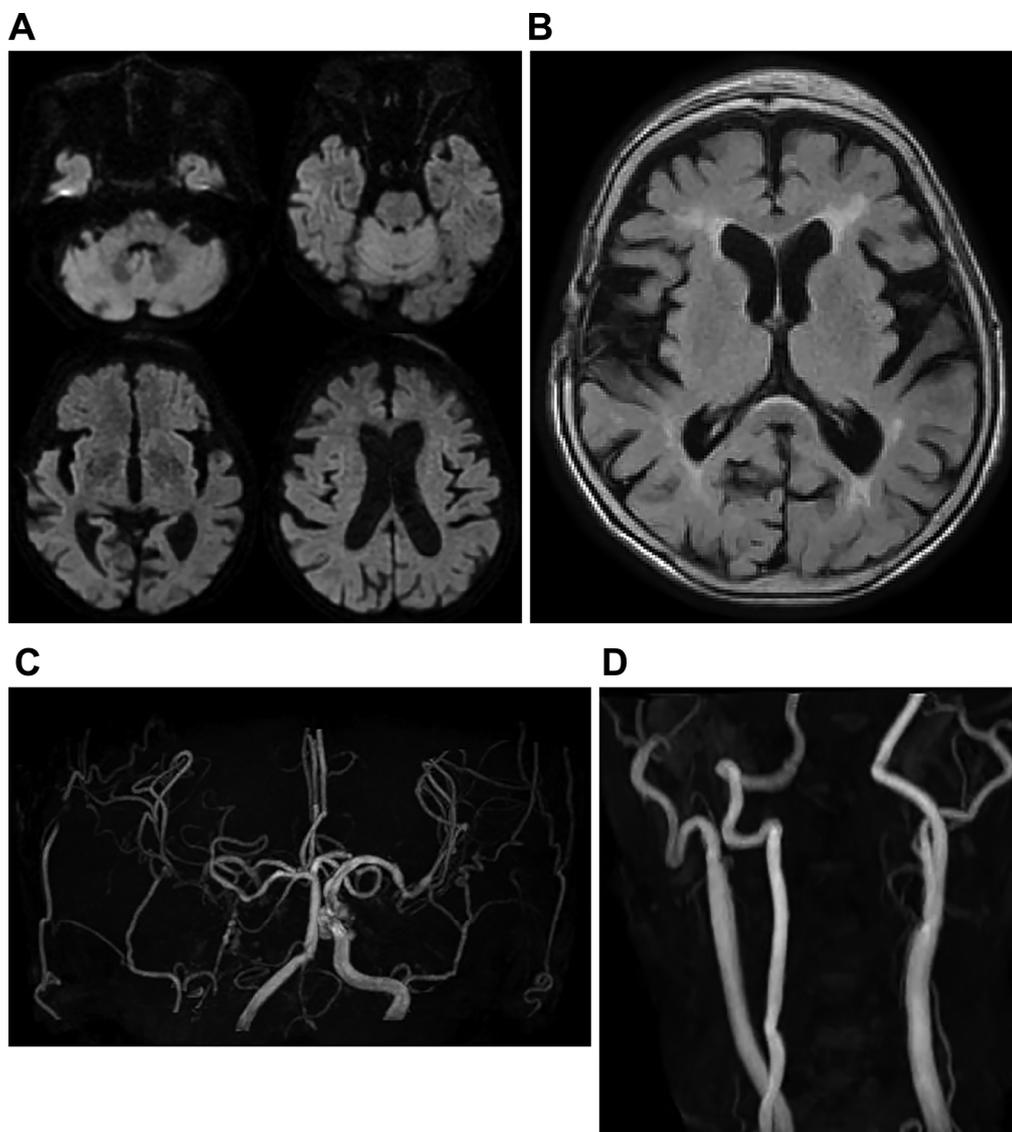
Brain magnetic resonance imaging upon admission.
